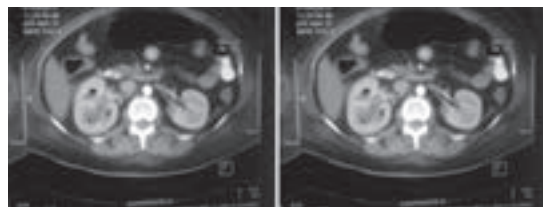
Tomografía abdominal contrastada con pus y gas a nivel pielocalicial e intraparenquimatoso.
